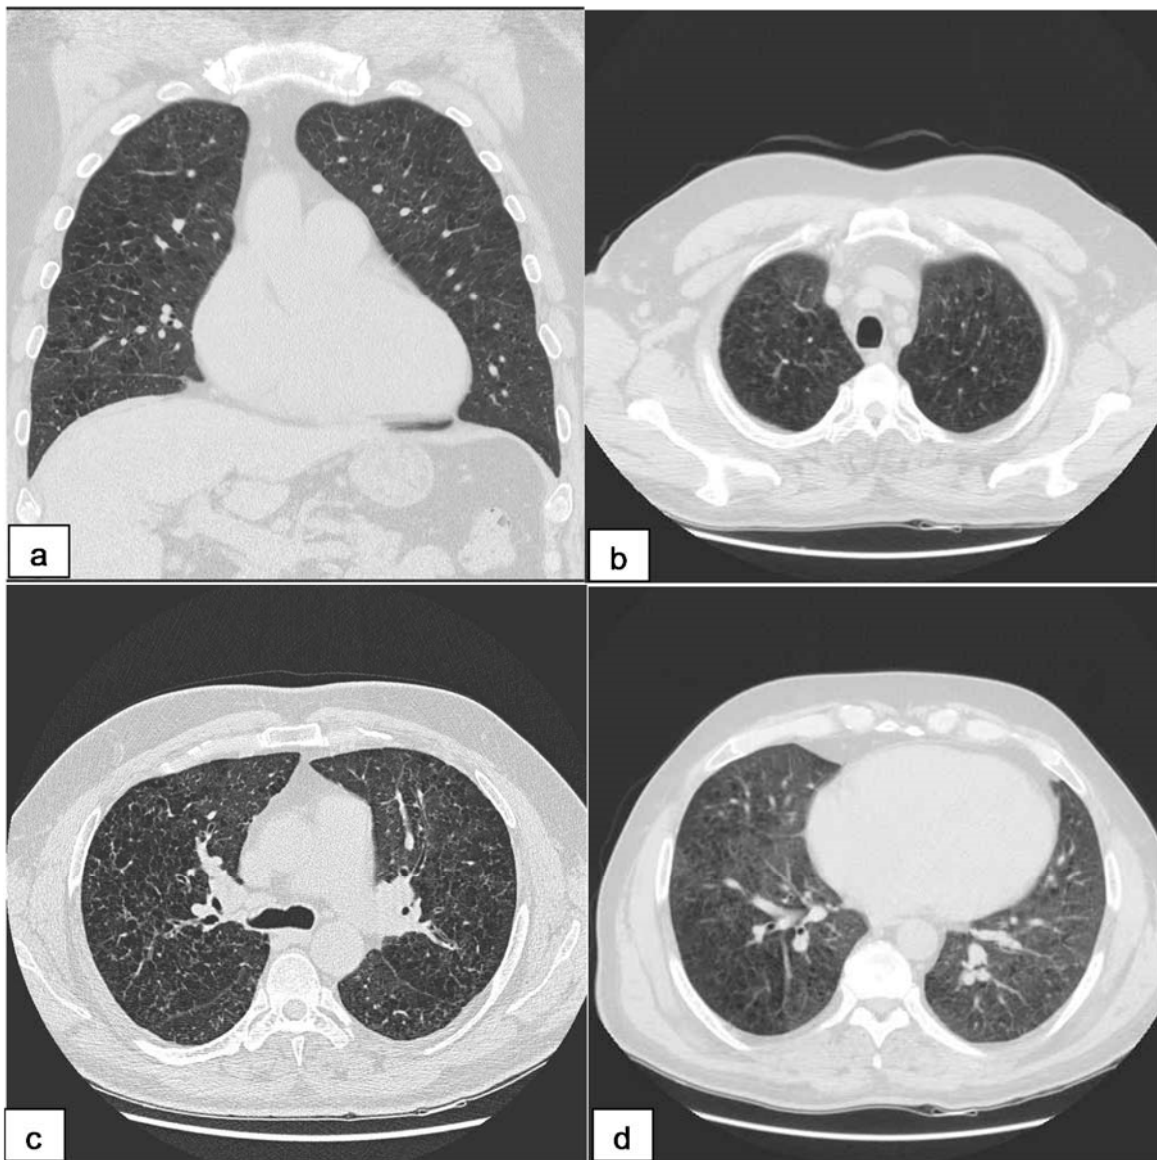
sezione coronale (a) e sezioni orizzontali (b, c, d) della TC torace eseguita dal paziente dove si evidenzia diffuso ed importante enfisema centrolobulare con inoltre presenza di alcune alterazioni di tipo cistico a parete sottile prevalenti nei settori medio-apicali
